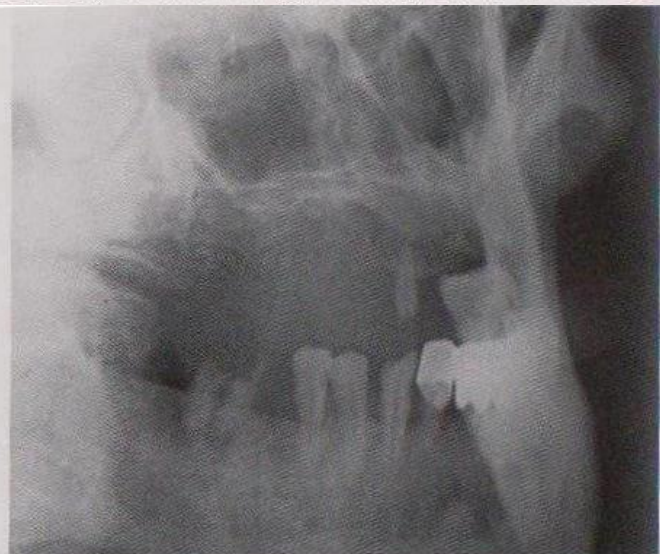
Внеротовая рентгенограмма в косой контактной проекции. Высота межзубных перегородок в области 13, 41–45, 47 зубов снижена на $\frac{1}{2}$ длины корней (2-я степень). Глубокий кариес, хронический периодонтит у 47.
